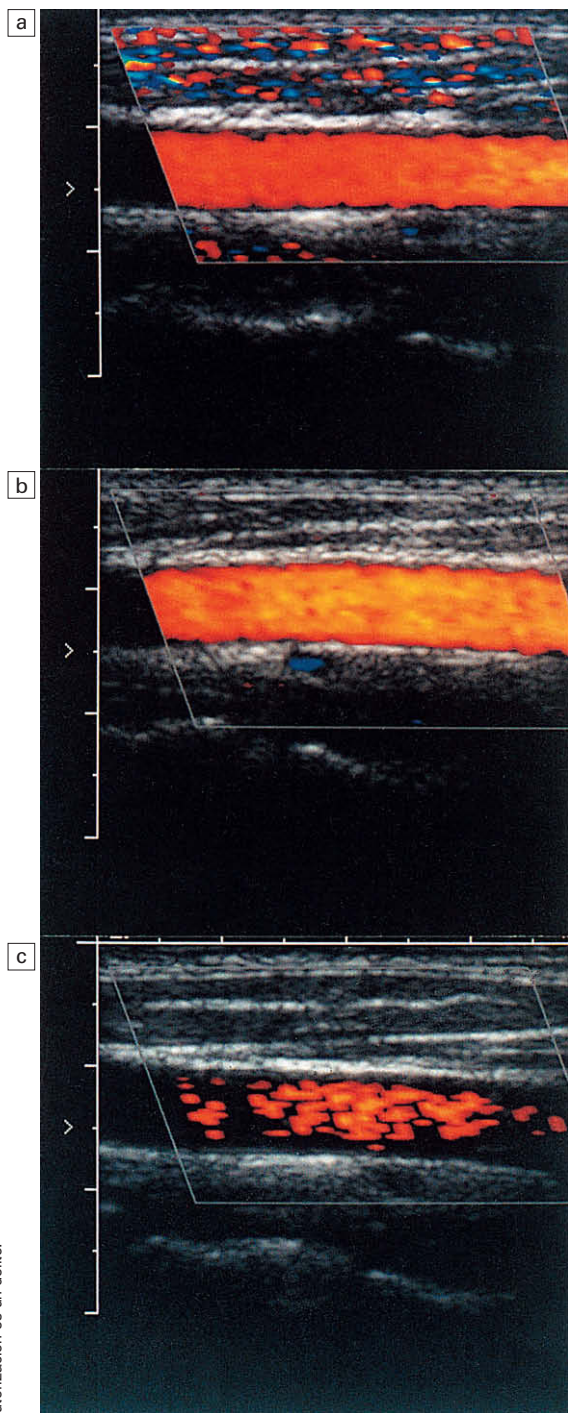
Variación de la ganancia en una imagen Doppler. El contenido de la imagen es muy sensible al ajuste de ganancia: en (a) hay demasiada ganancia y en (b) demasiado poca.
